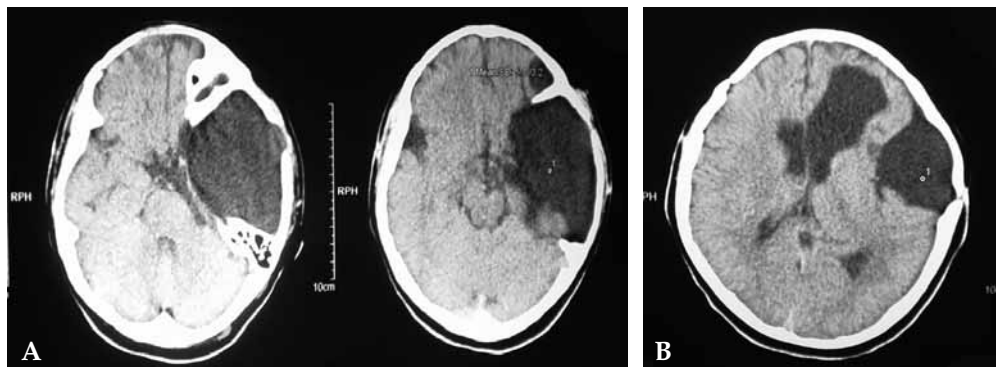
TAC craneal de control 10 meses después del evento de neumoencéfalo y de la retirada de la derivación cisto-peritoneal. A) Evidencia del quiste temporal sin desplazamiento de la línea media. B) Quiste temporal y asta anterior del ventrículo lateral izquierdo incrementada de tamaño de forma compensadora.
